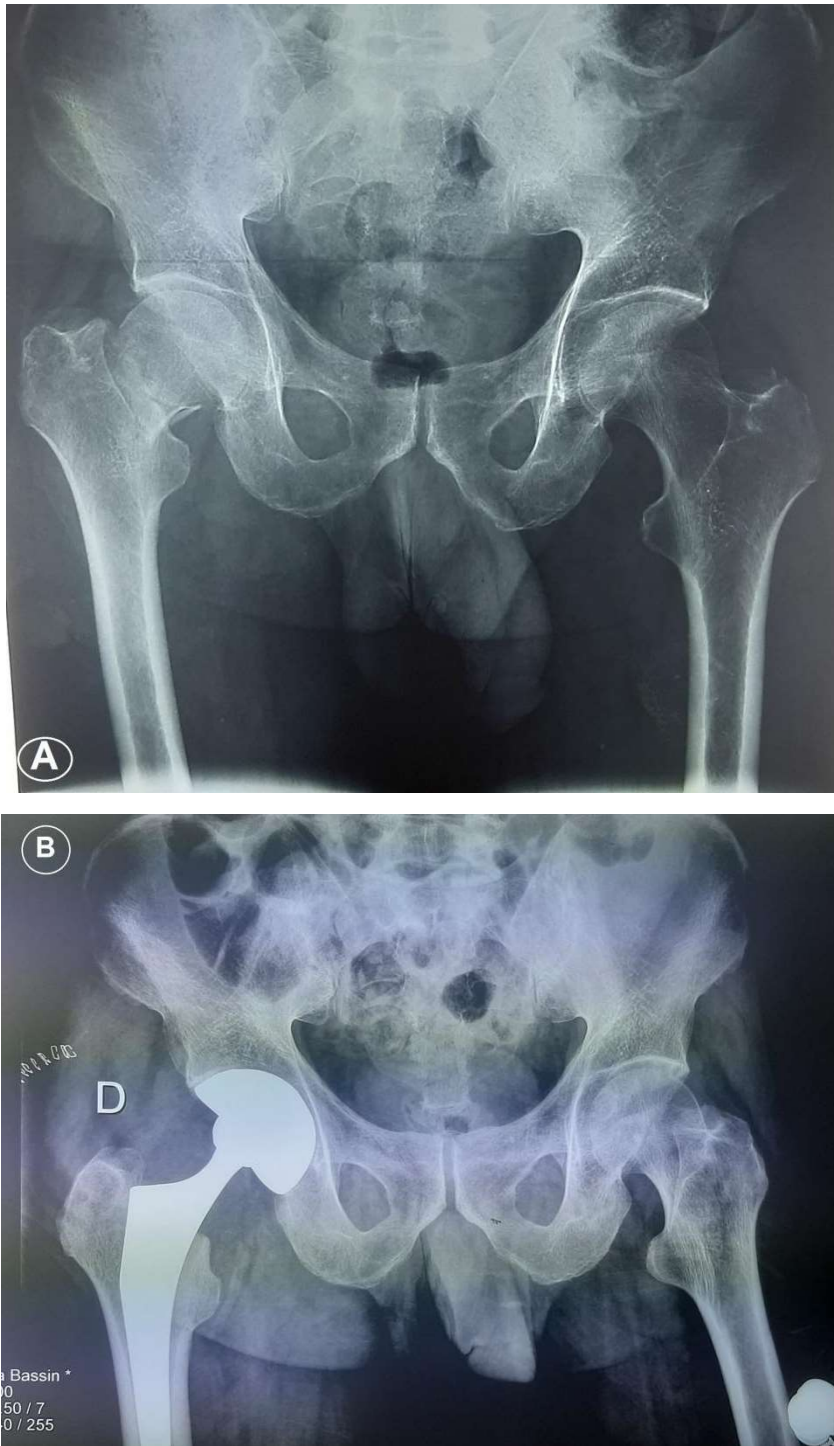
A : radiographie du bassin de face montrant une fracture du col fémoral droit classée Garden IV, B : radiographie de bassin de face après mise en place de PTH droite non cimentée à double mobilité
